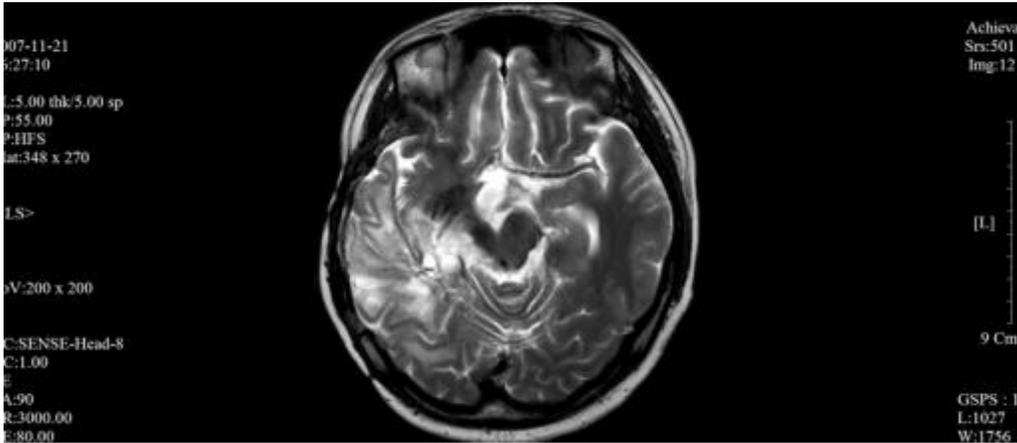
Brain MRI Suspicious of Tumor Progression (2006.11.21)
